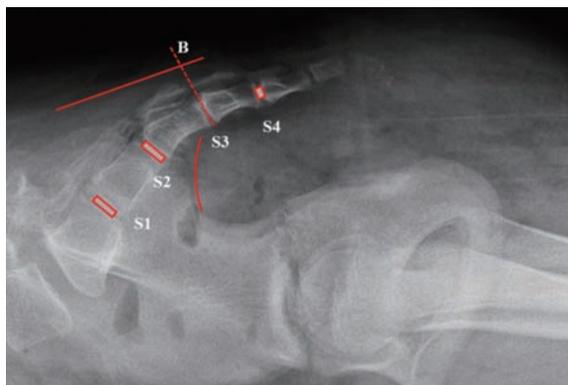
儿童骨盆侧位X线透视 S_3 骶孔骨融合面定位法
